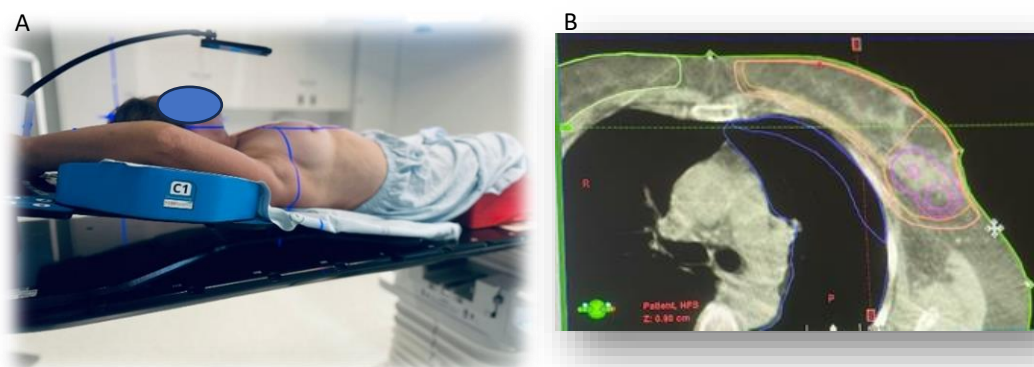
RT a doentes com NM da mama, representação do posicionamento (A) e imagem de CBCT plano axial (B), respetivamente.
